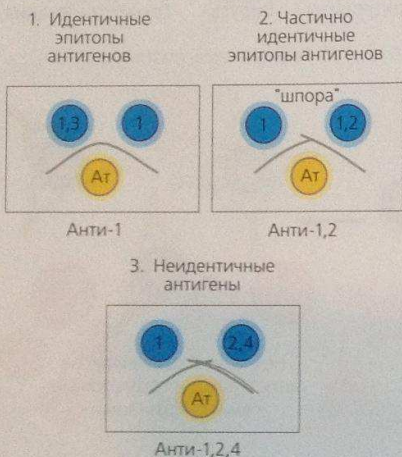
Реакция двойной иммунодиффузии
